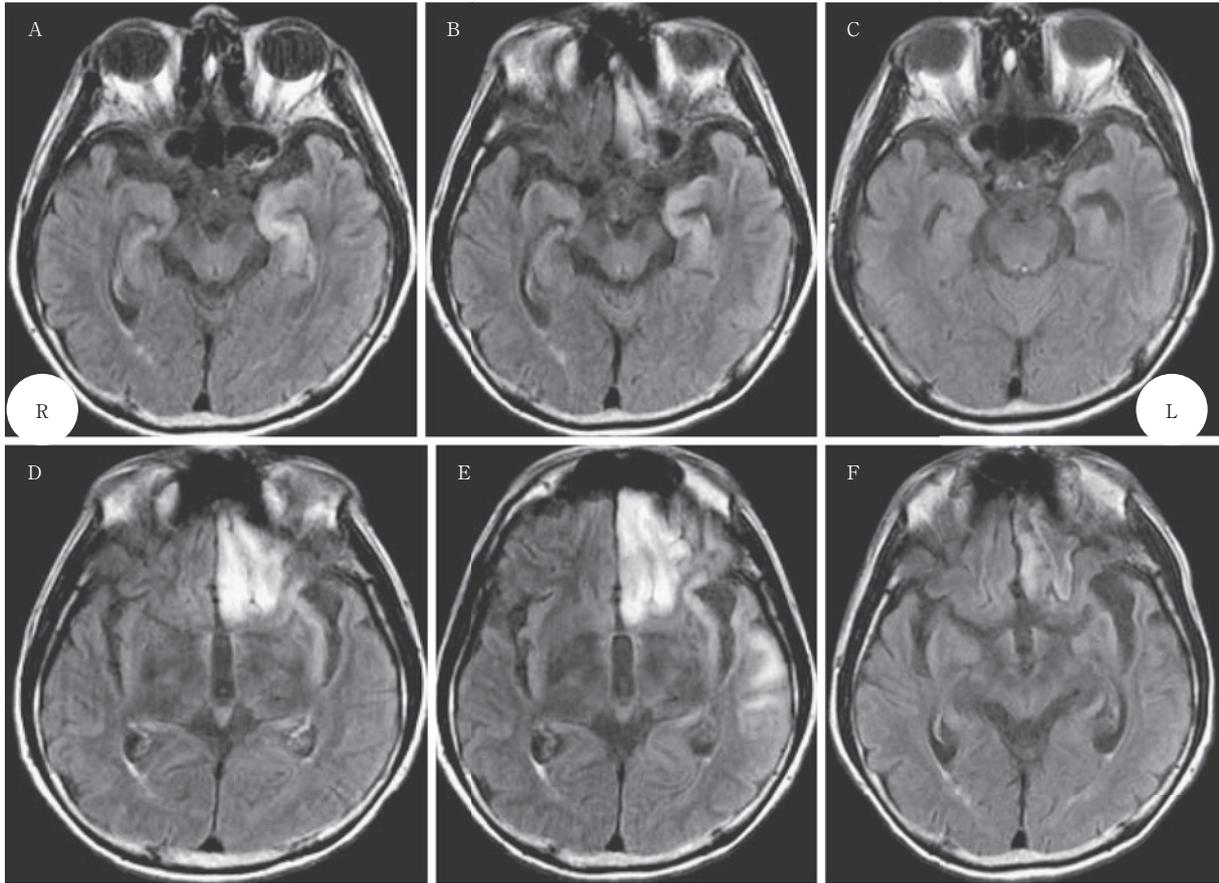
Axial brain MRI obtained on day 4 (A, D), day 27 (B, E), and day 83 (C, F) after admission. (1.5T, TR=9,602, TE=157.5)
